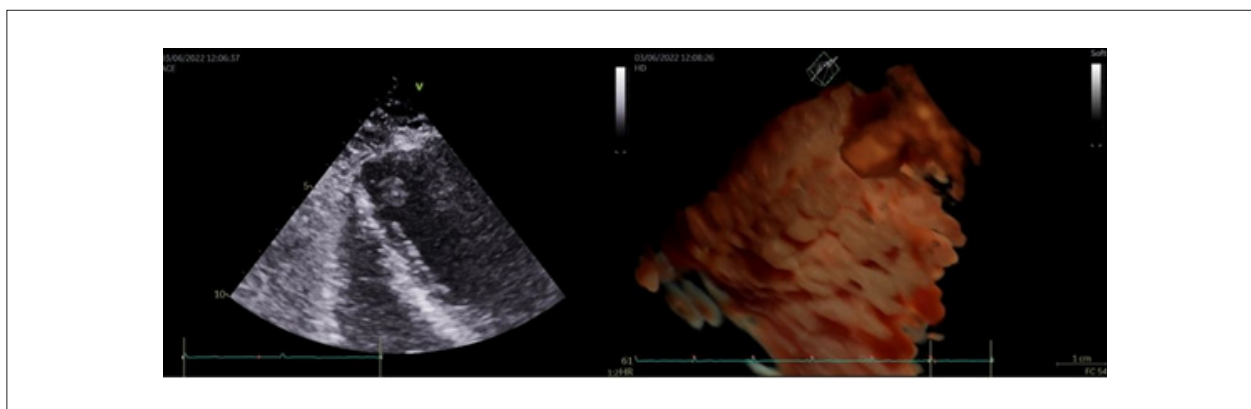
Ecocardiograma transtorácico (EcoTT) bidimensional e tridimensional: identificada uma estrutura arredondada, um pouco mais ecogênica que o miocárdio, homogênea, medindo 1,2 x 1,2 cm, de superfície lisa, móvel, localizada no ápice do ventrículo esquerdo, aspecto aveludado, podendo corresponder a trombo ou tumor.
